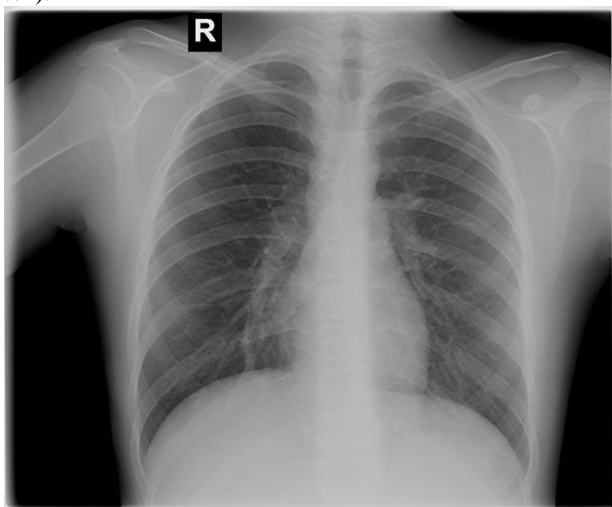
Рентгенографія у прямій проекції
